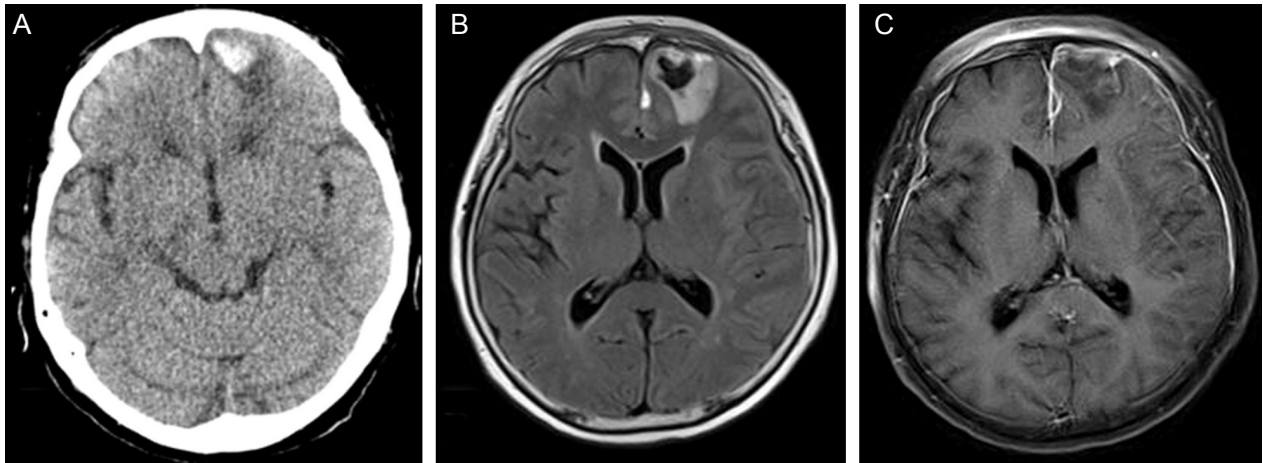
Initial Brain CT and MRI performed one day after symptom onset. (A) A 1.5 cm-sized hematoma with perilesional edema was seen in the left frontal cortex. (B) A 1.5 cm-sized low signal lesion with perilesional edema was seen in the left frontal cortex on FLAIR imaging. And diffuse pachymeningeal enhancement along both, worse on the left, frontal lobe was seen on T1-enhanced imaging.
